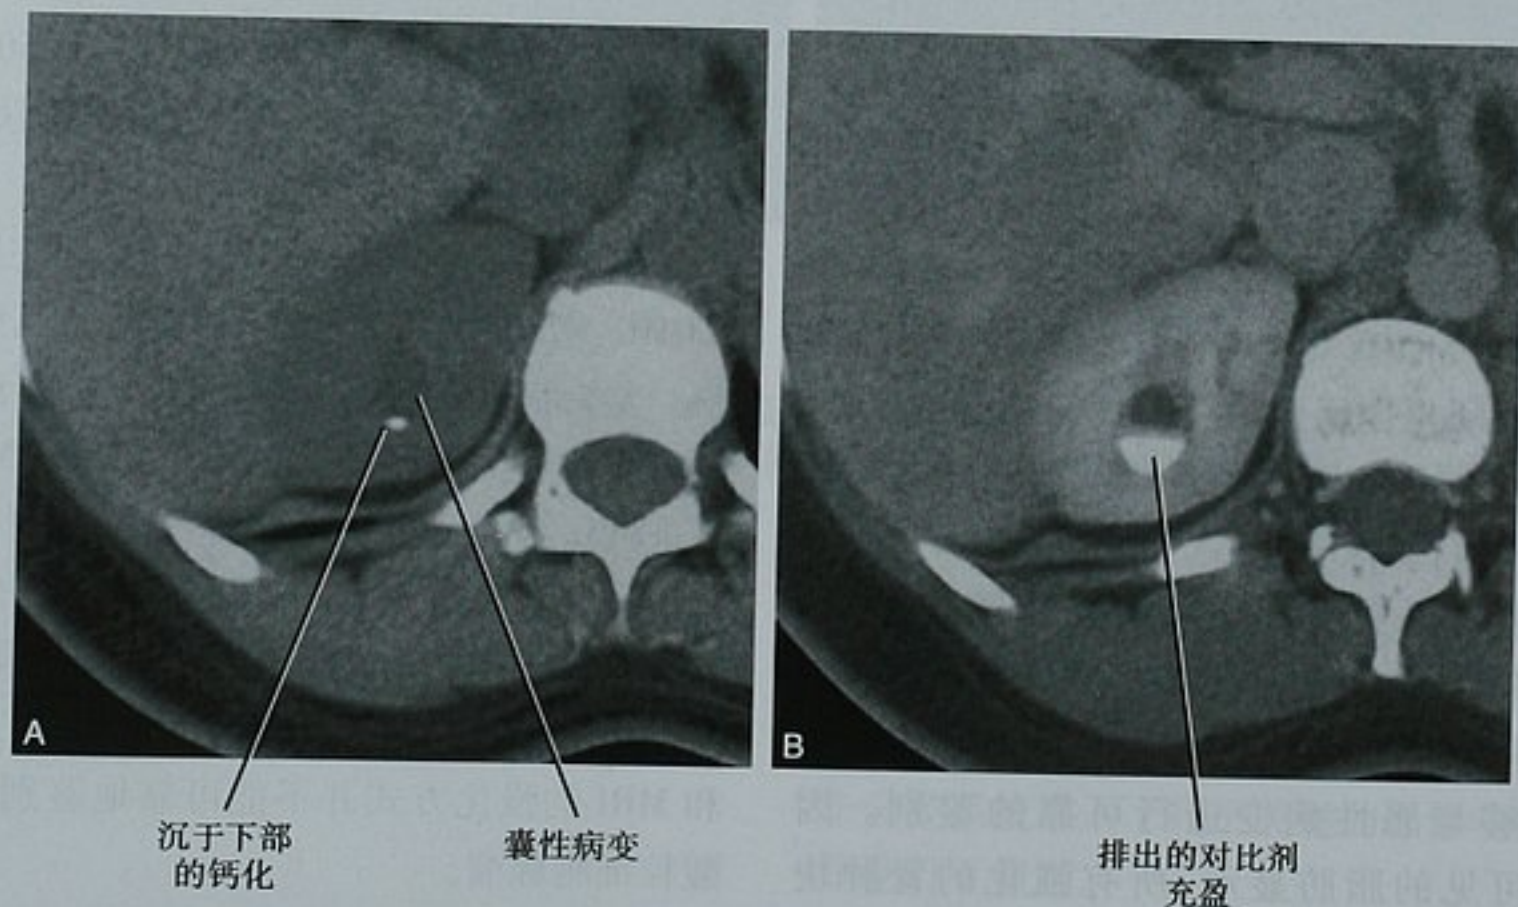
肾盂憩室的 CT 表现。A. 平扫 CT 右肾横断位图像显示囊性病变内极小的钙化影沉于下部；B. 分泌期同一平面的横断位图像显示分泌的对比剂充盈该囊肿，提示肾盂憩室
